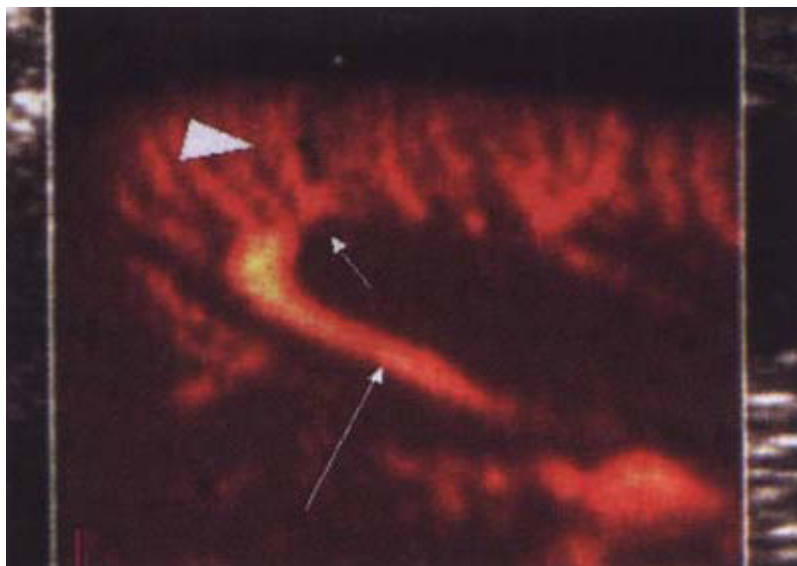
Imagen de una sección de un riñón con "power angio" o doppler poder. Muestra las arterias interlobares (flecha larga), arcuatas (flecha corta) e interlobulillares (cabeza de flecha).
